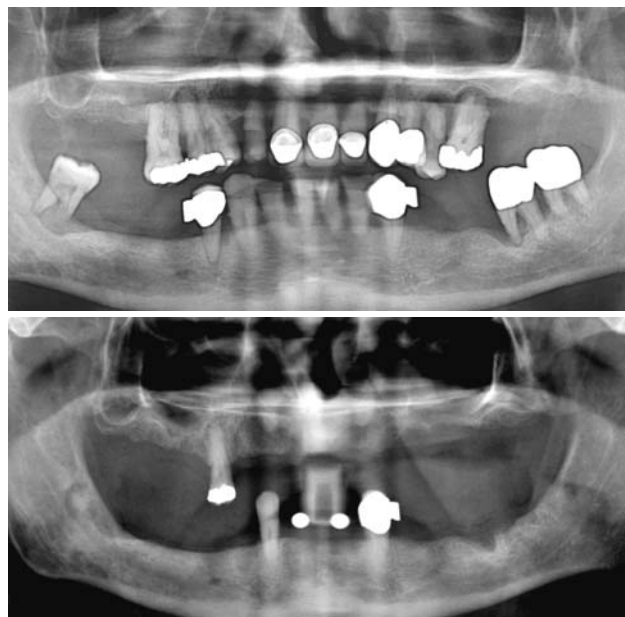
Röntgenbefund. – Abb. 2: Röntgenmessaufnahme mit Bleikugeln des Unterkiefers.
